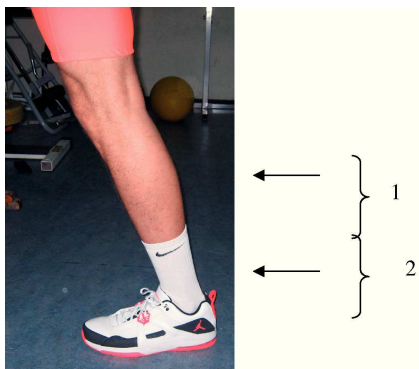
Pierna del jugador en la que se muestran las dos ventanas (campos de visión) de la primera (1) y segunda (2) resonancia magnética.
